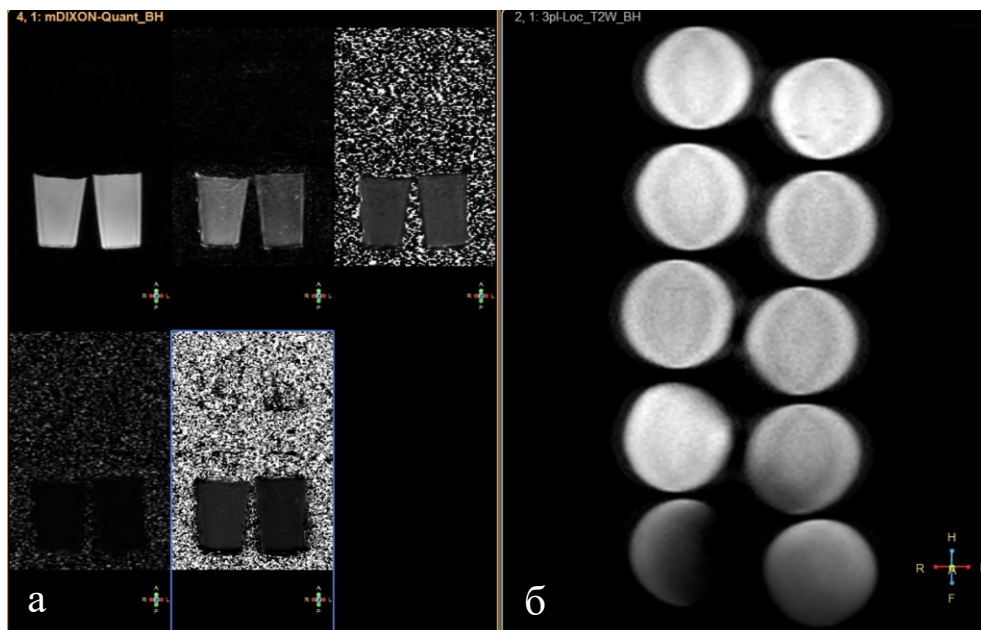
МРТ-ФЖПЩ за методом mDIXON_Quant: а – вихідні МР-зображення фантомів до етапу постпроцесінгу, б – локалізаційне МР-зображення фантомів у поперечній площині.
